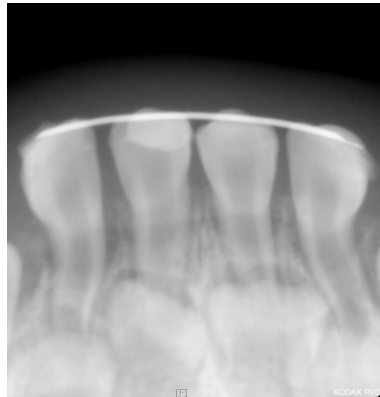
외상 6일 후의 치근단 방사선 사진
